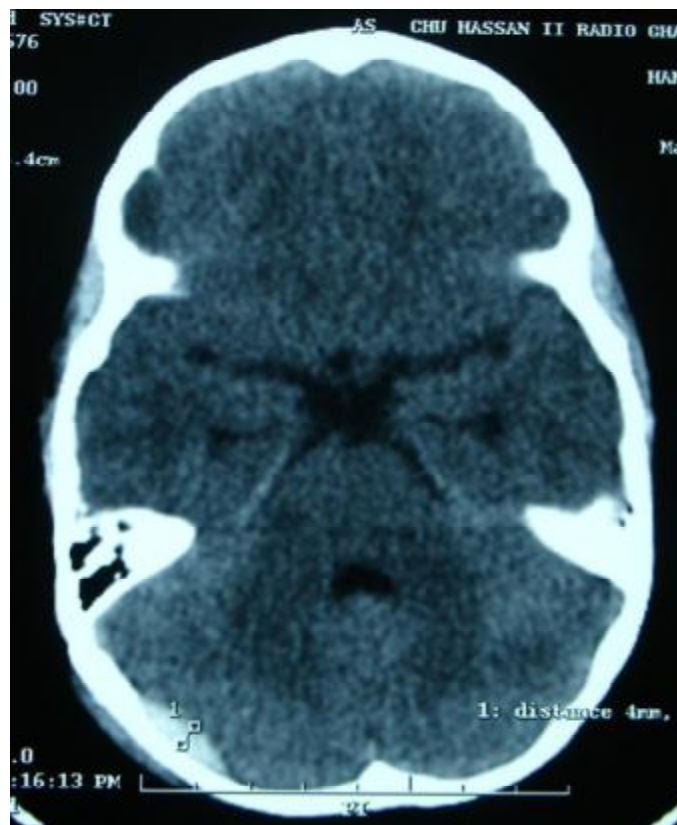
TDM cérébrale en coupe axiale, fenêtre parenchymateuse, montrant une lame d'HED droit de la FCP.
